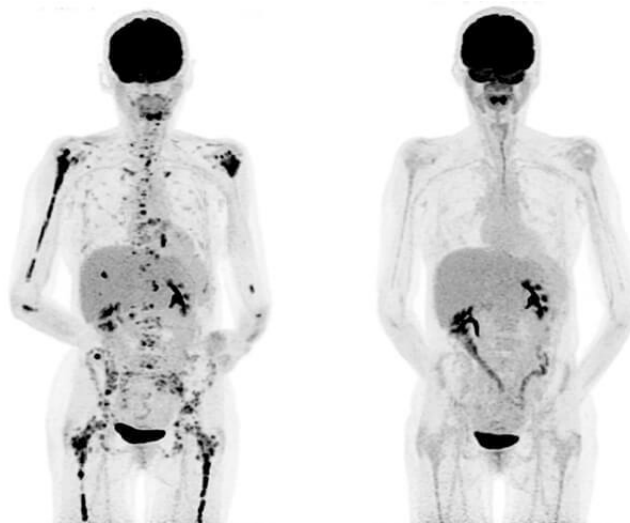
PET-Scans vor (links) und nach (rechts) CAR-T-Zelltherapie bei multiplem Myelom³⁰
